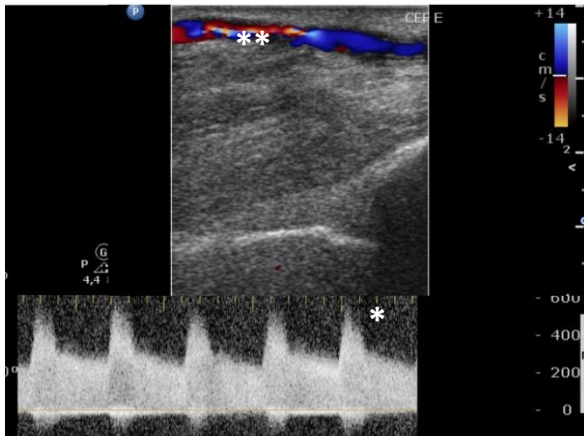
FAV rádio-cefálica com disfunção por estenose na veia céfalica com aumento da VSM>600cm/s\* e a diminuição do calibre da veia com Doppler cor com zona de *aliasing* ou aspecto de mosaico\*\*. (Fonte: Laboratório de Eco-Doppler do Serviço de Cirurgia Vascular do HSM-CHLN).
